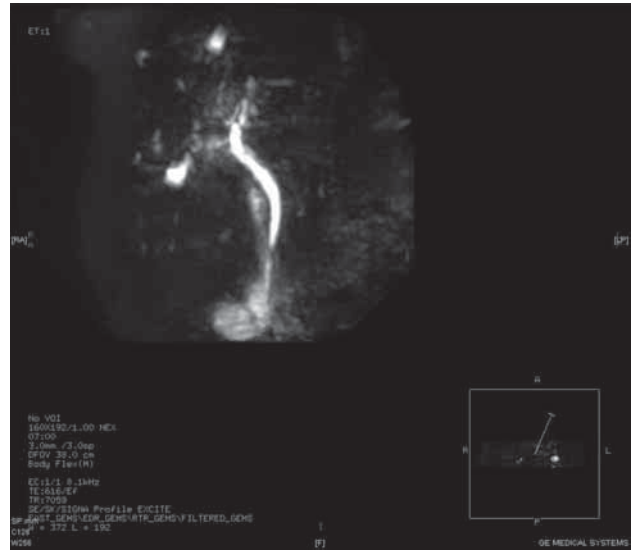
Estenosis incipiente por colangiorresonancia magnética.
